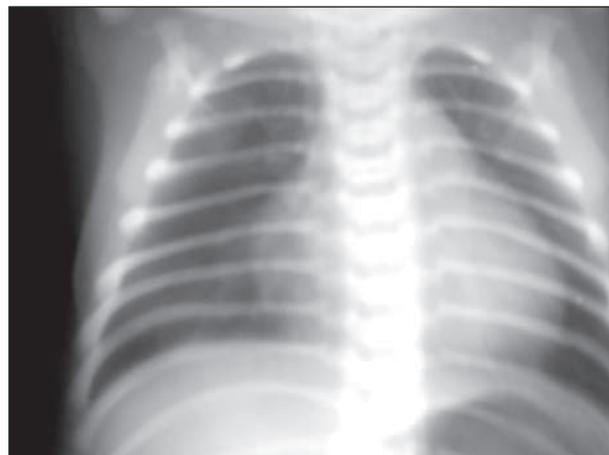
Radiografia de tórax salienta cardiomegalia às custas do aumento das cavidades direitas com trama vascular pulmonar diminuída.
